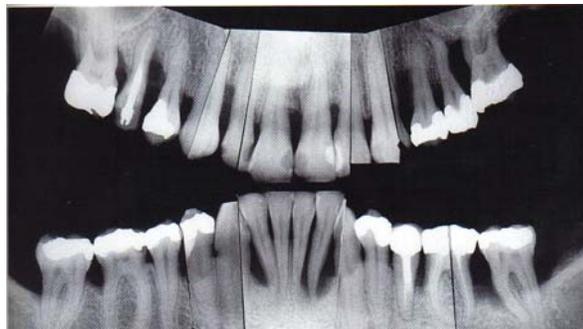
Las radiografías confirman la pérdida ósea, en algunos casos hasta la raíz<sup>36</sup>
